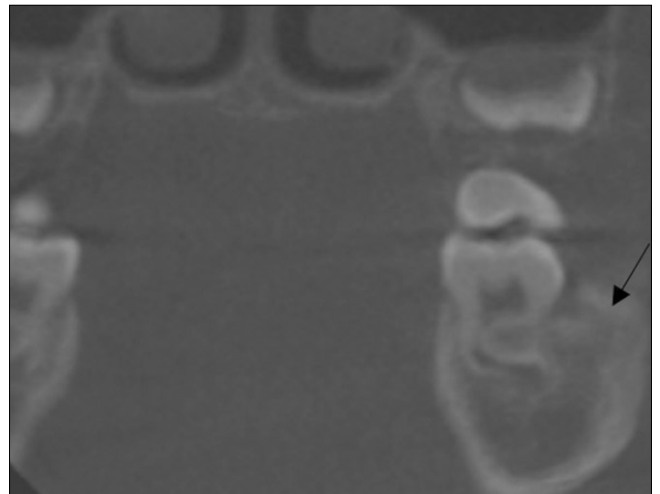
Computed tomographic views show reducing of buccal bony expansion on the left mandibular first molar area in 4 months of medication.
